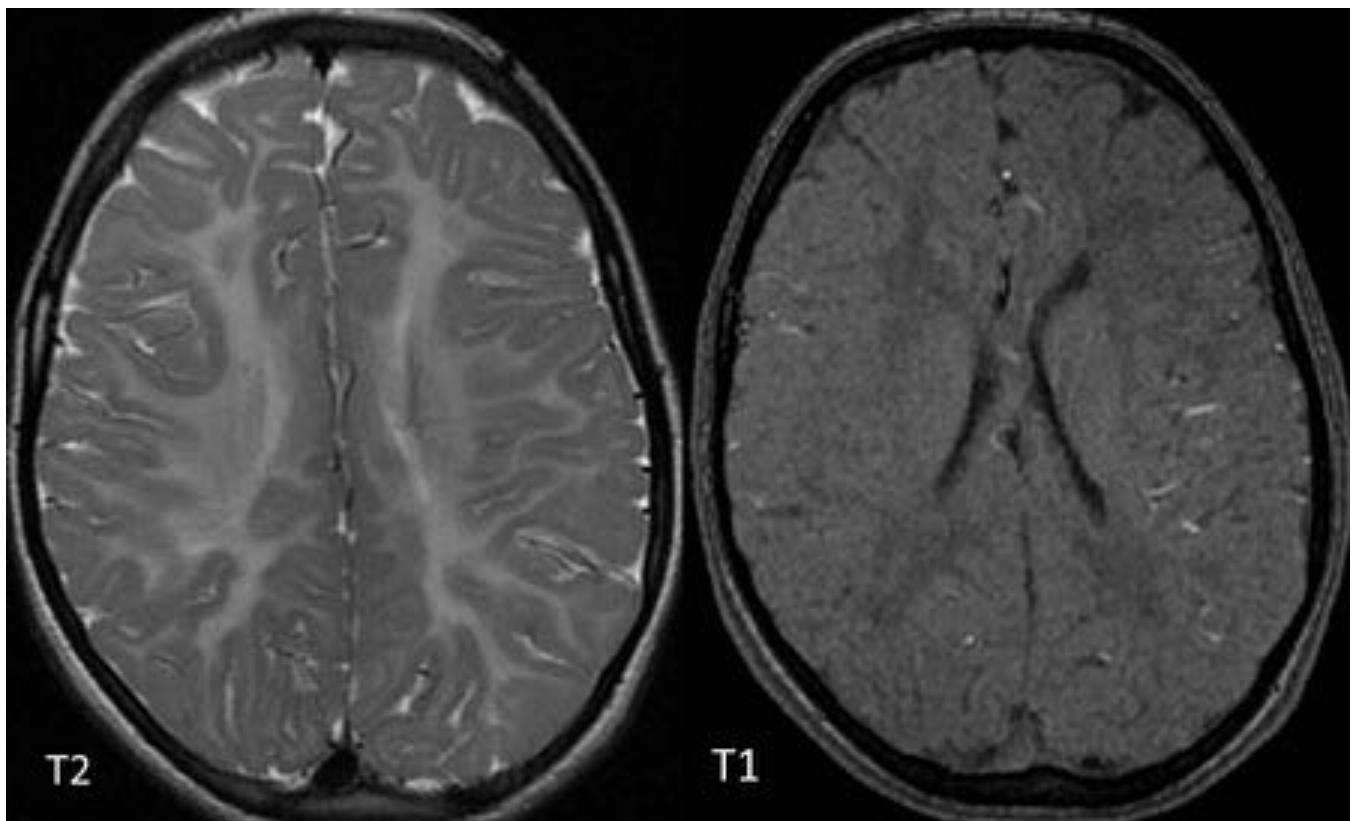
RM de cráneo en el mismo paciente de la figura 3. Este estudio fue realizado 5 años después, persistiendo la hiperintensidad T2 e hipointensidad T1 difusa de la sustancia blanca, compatible con hipomielinización permanente.
